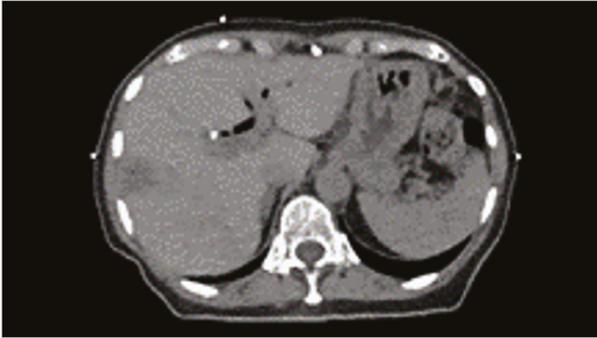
Image TDM 4D, sans injection.
